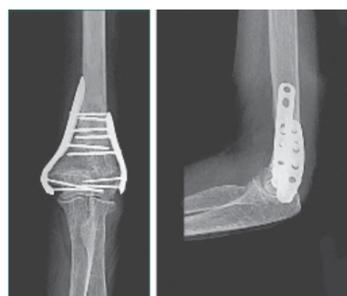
a und b In dieser Röntgenaufnahme wird die Plattenstellung sehr schön dargestellt
